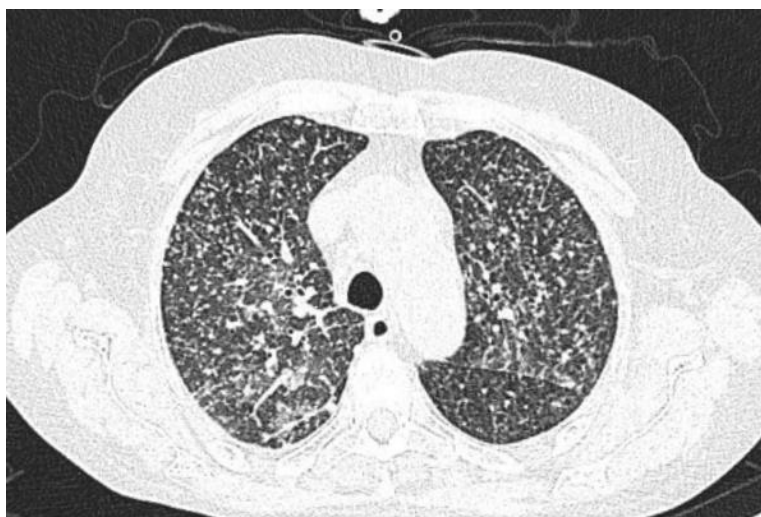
TAC de tórax en el que se objetiva un patrón micronodular difuso en ambos campos pulmonares.
